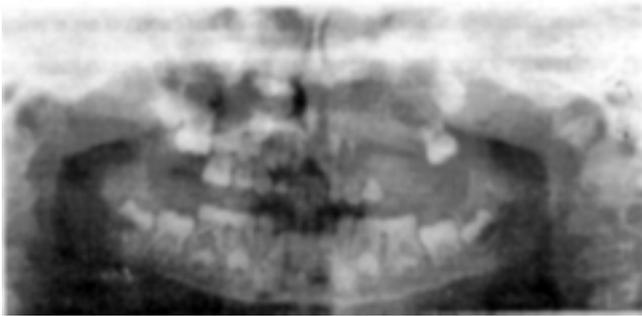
Ортопантомограмма б-ого Б. до операции. Остеобластокластома верхней челюсти слева.
